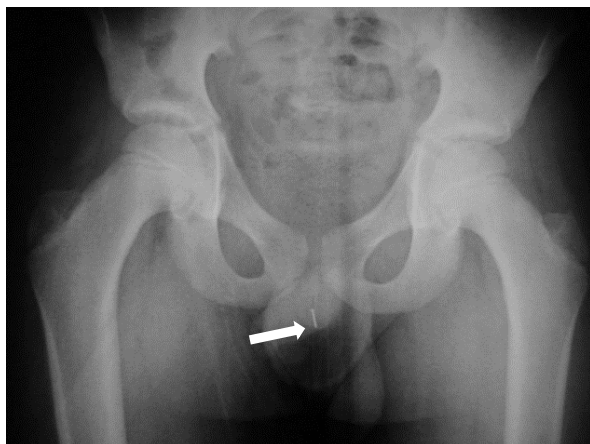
Pelvic X-ray of the patient shows a dense metallic object at the level of urethra.
